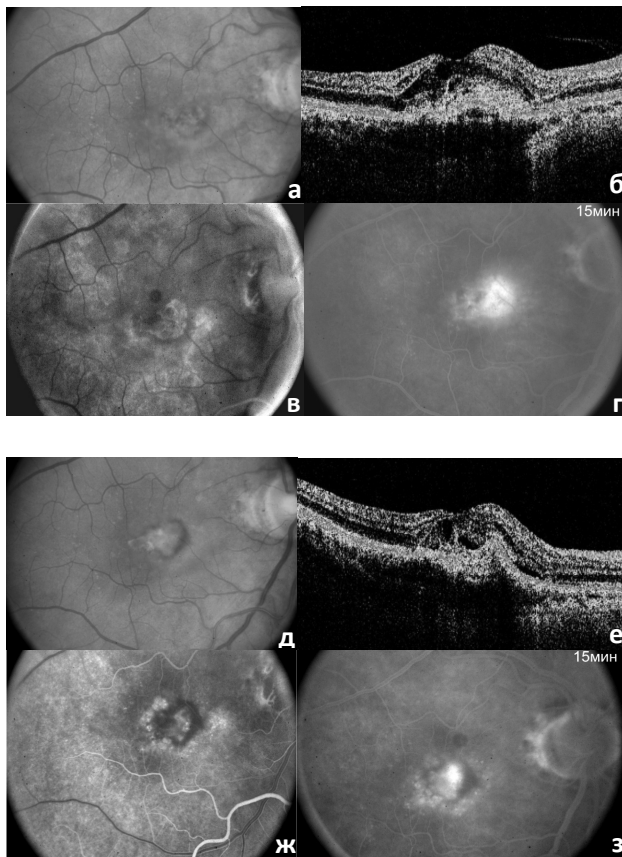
Глазное дно пациента с экссудативной формой ВМД до лечения (а). Оптическая когерентная томограмма (б). Артериальная фаза флюоресцентной ангиографии. Зона неперфузии в макулярной области (в). Фаза рециркуляции флюоресцентной ангиографии. Визуализируется область гиперфлюоресценции в макуле, соответствующая субретинальной неоваскулярной мембране (г). Глазное дно того же пациента через 12 месяцев после начала лечения (д). Снижение толщины сетчатки в фовеоле (е). Зона неперфузии (ж). Уменьшение площади гиперфлюоресценции в макулярной области, которая соответствует субретинальной неоваскулярной мембране (з).
